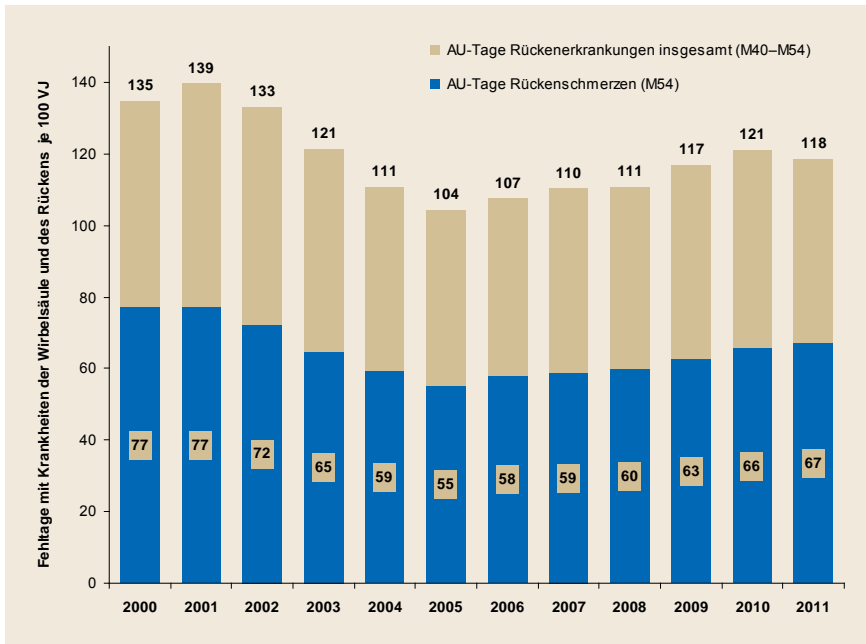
(Erwerbspersonen TK 2000–2011, standardisiert)
